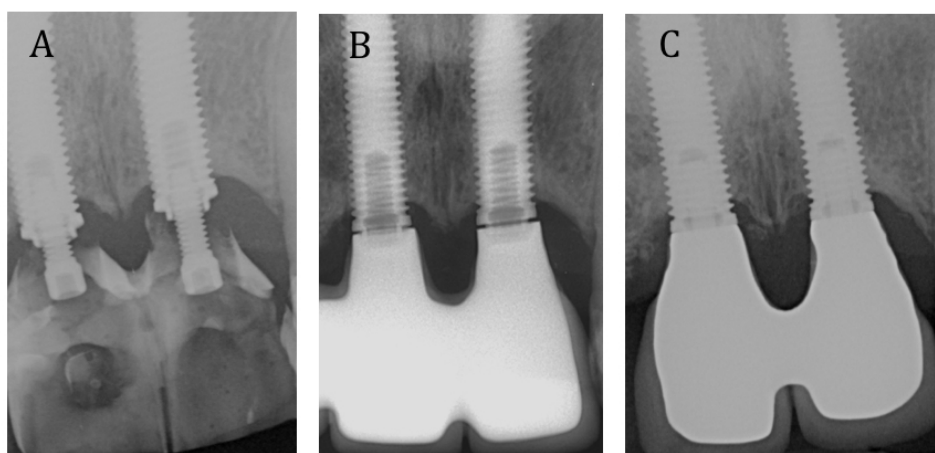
Radiolucidez del material PEEK. A: Restauraciones temporales donde no se aprecia el ajuste de los pilares de PEEK por su radiolucidez característica. B: Desajuste de las restauraciones definitivas metálicas apreciado en la radiografía por su radiopacidad característica. C: Ajuste preciso final de las restauraciones definitivas.
